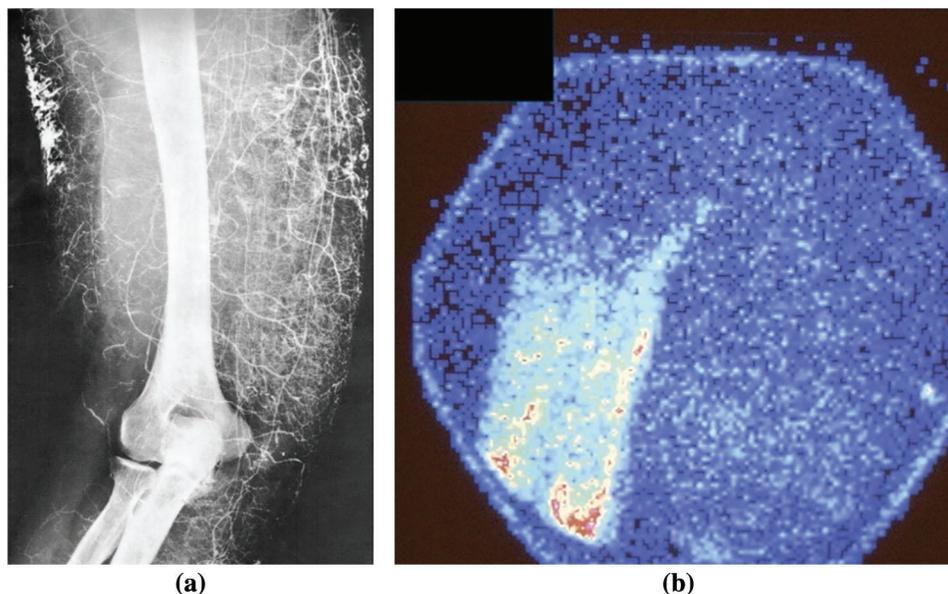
(a) Lymphographie radiologique: remaniements anarchiques des trajets lymphatiques dans un lymphœdème secondaire d'après *Roo, T.D. (1975). Atlas de lymphographie.* Maloine: Paris. [34] (b) Lymphoscintigraphie: remaniements des voies lymphatiques, le traceur n'accède à la racine pas par des voies normales mais par des voies anarchiques avec reflux dermique
